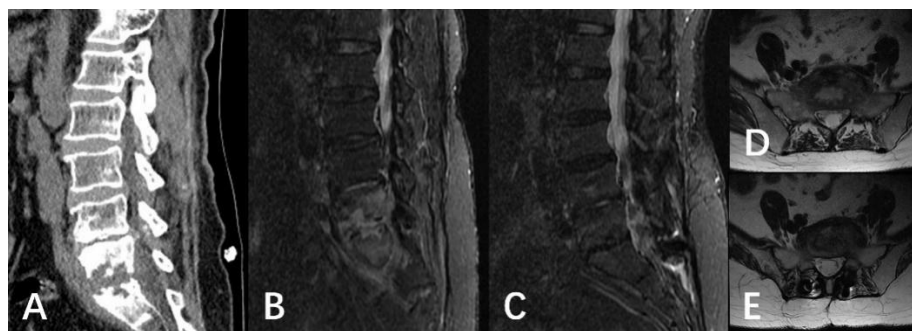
女,62岁,腰椎感染(L₅/S₁),A、B、D为患者入院时行CT及MRI检查结果所示L₅/S₁椎间隙及相邻椎体骨质破坏,有死骨形成,可见椎间隙有脓液存在,向前波及前纵韧带,周围软组织肿胀;C、E为患者一期VSD治疗后的MRI结果所示椎间隙脓液消失,椎间隙、周围软组织及相邻椎体的炎性高信号消失。
